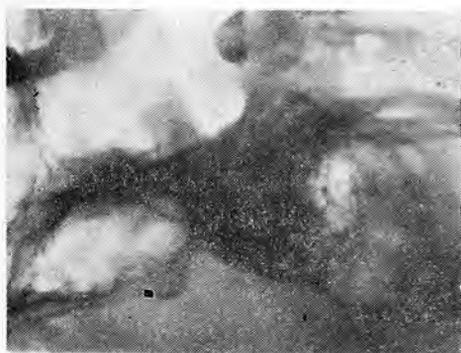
Контактная копия фрагмента боковой рентгенограммы черепа больной М., 29 лет (диагноз — злокачественная шизофрения, параноидная форма). На снимке определяется окостенение межклиновидных связок турецкого седла и отверстие в задней дужке атланта.
